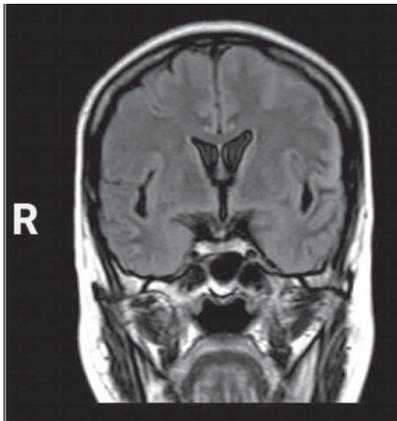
左侧额、颞叶局部大脑皮层 FLAIR 呈高信号
